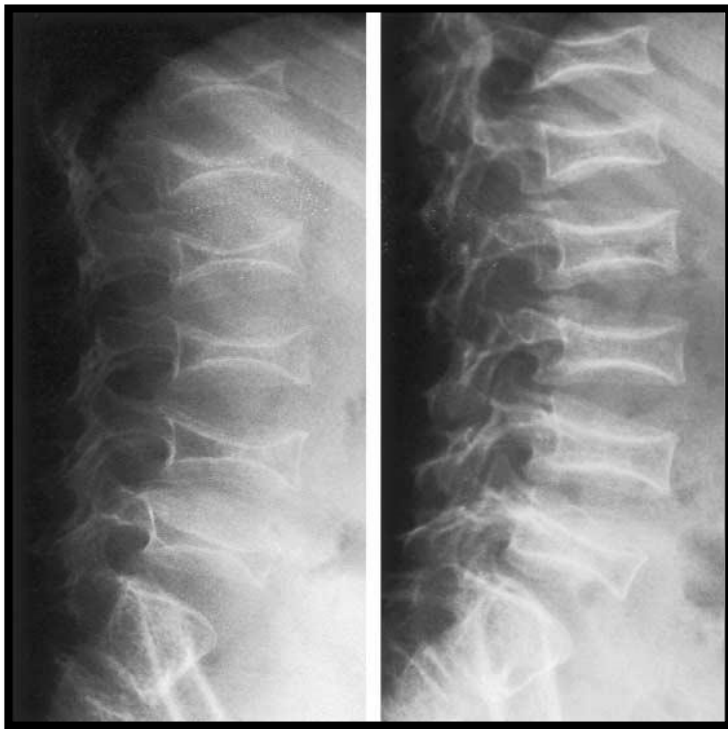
Radiografías Laterales (Rx) de la espina Lumbar de un niño de seis años con OI antes (Rx. izquierda) y después (Rx. derecha) 18 meses de tratamiento con pamidronato. El aumento en las alturas de las vértebras individuales es evidente. La densidad mineral ósea antes del tratamiento era 0,205 g por centímetro cuadrado, y después de 18 meses era 0,371 g por centímetro cuadrado.(48)
